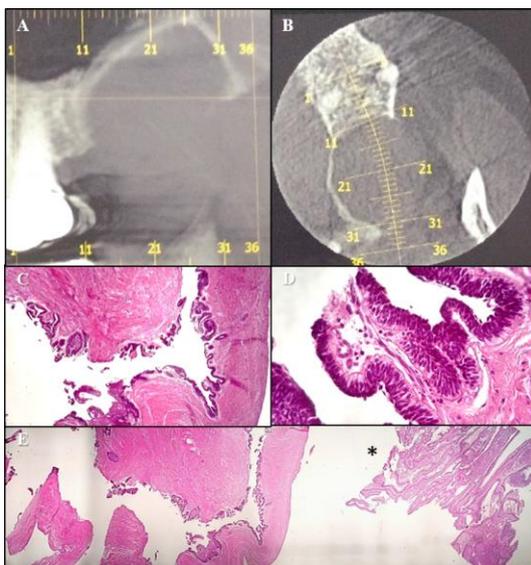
Ameloblastoma unicístico. A) Homem de 60 anos, com lesão em maxila posterior direita, provocando aumento de volume assintomático, visto em tomografia computadorizada como lesão unilocular bem definida. B) Corte axial de tomografia computadorizada mostrando o rompimento da cortical óssea vestibular. C) Biopsia excisional da lesão mostrou lesão cística com revestimento e cápsula livre de infiltração. D) imagem em 400x mostrando o aspecto ameloblástico do epitélio cístico tumoral, fechando diagnóstico de ameloblastoma unicístico. E) Interpretação do material mostrando fragmento deslocado, solto, que continha proliferação plexiforme (*) do tumor, sendo assim o caso interpretado como ameloblastoma unicístico intraluminal.
